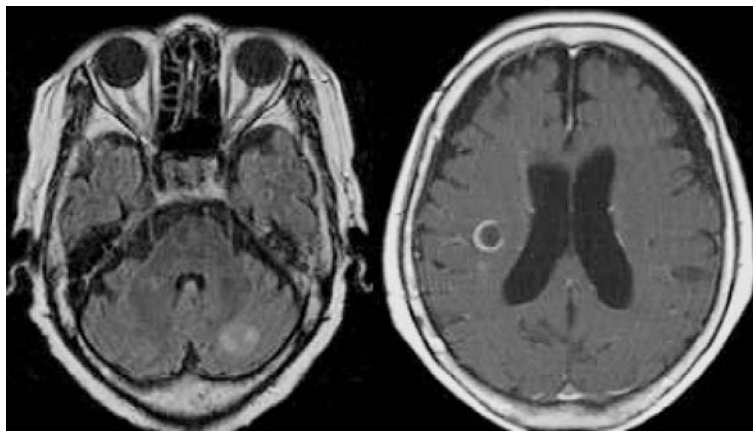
Brain magnetic resonance images showing multiple brain abscesses with ring-enhancement.
